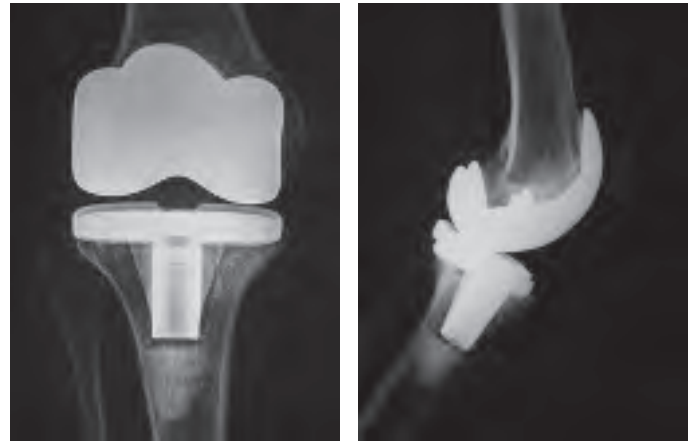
i 1b: Radiografia postero anterior i lateral de pròtesi de genoll. Component femoral gran i aflluixament tibial.
